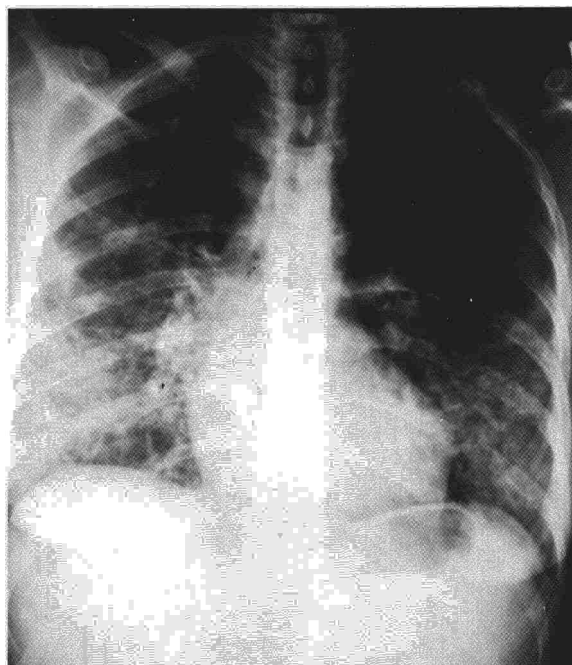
Radiografía de tórax en el momento de ingreso de la paciente, en la que se evidencia un patrón mixto alveolo-intersticial en ambos pulmones.
